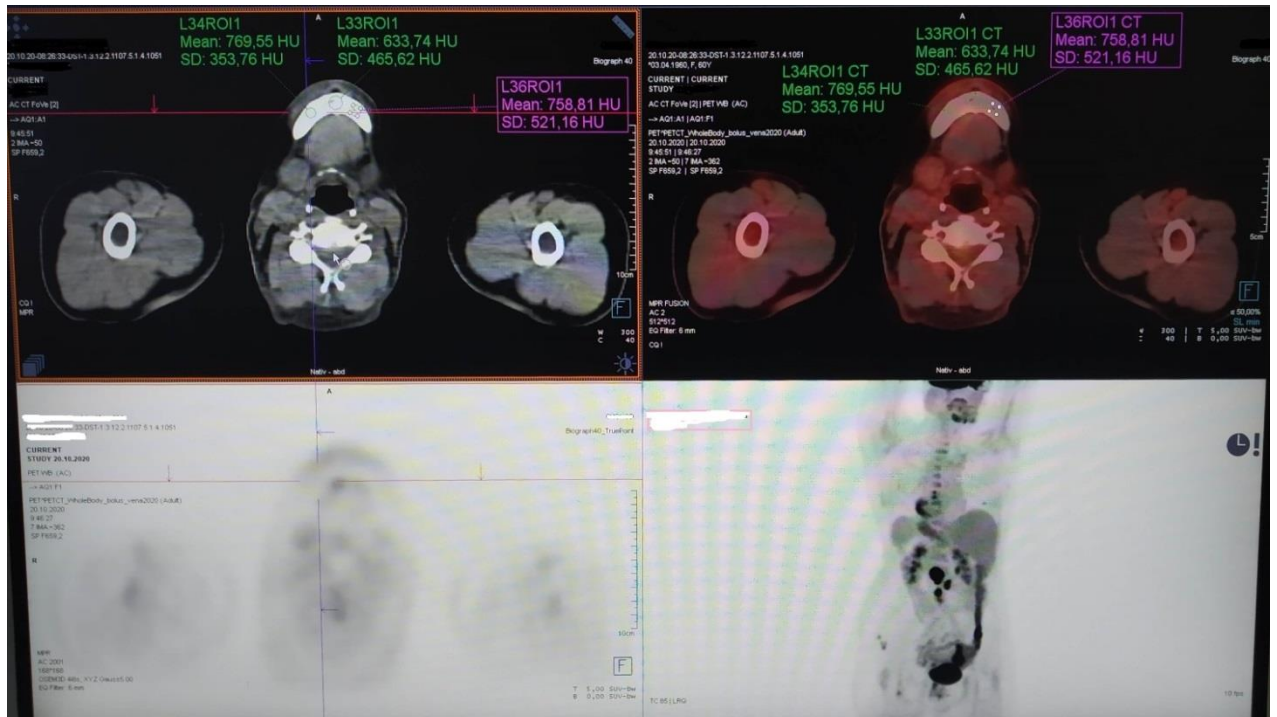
ПЭТ – КТ пациента с раком тела матки
